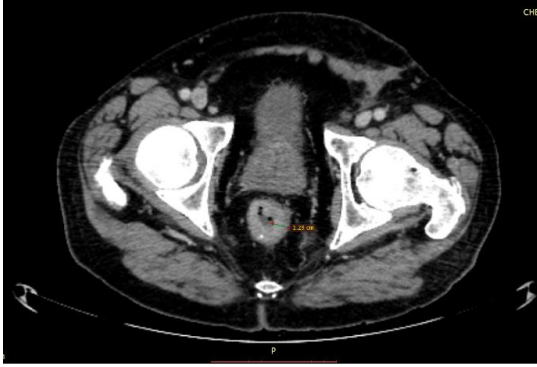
КТ-ознаки аденокарциноми нижньо- та середньоампулярного відділів прямої кишки. Визначається циркулярне нерівномірне стовщення стінки нижньо- та середньоампулярного відділів прямої кишки до 13 мм, протягом 62 мм з підвищеним накопиченням контрасту, внаслідок інфільтративного неопроцесу з залучення всіх шарів стінки, без ознак розповсюдження в мезоректум. Зовнішні контури чіткі, рівні. Оточуюча жирова клітковина не змінена. Поодинокі збільшені верхні прямокишкові лімфатичні вузли до 9 мм.
